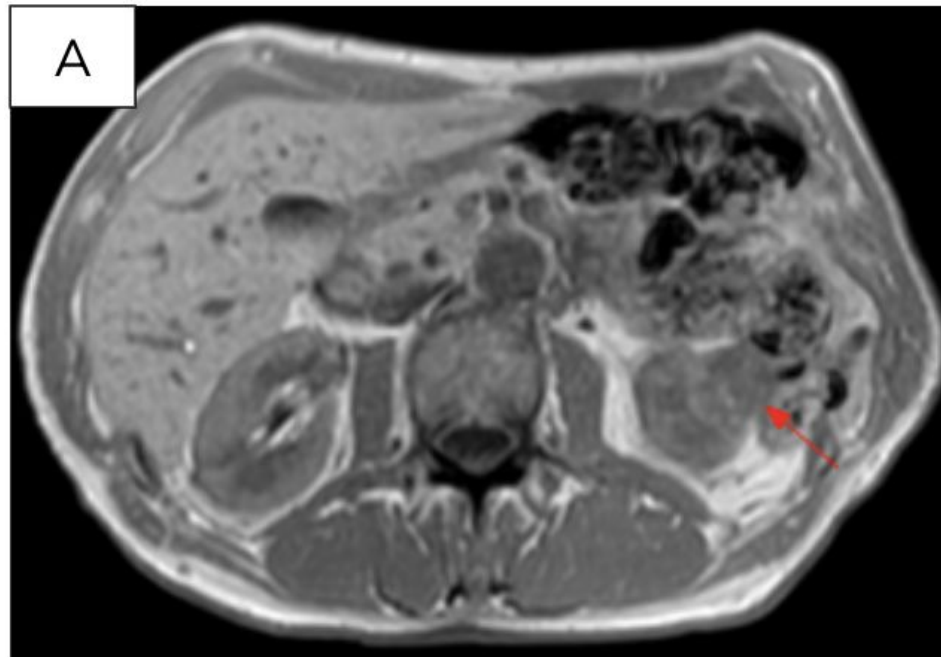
RM renal. Adquisición axial potenciada en T1 en fase (A) y fuera de fase (B).
